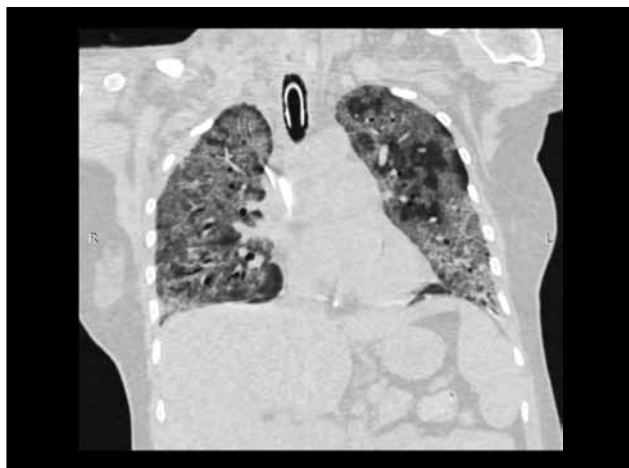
МСКТ. Увеличение объема поражения, перевод пациентки на ИВЛ
